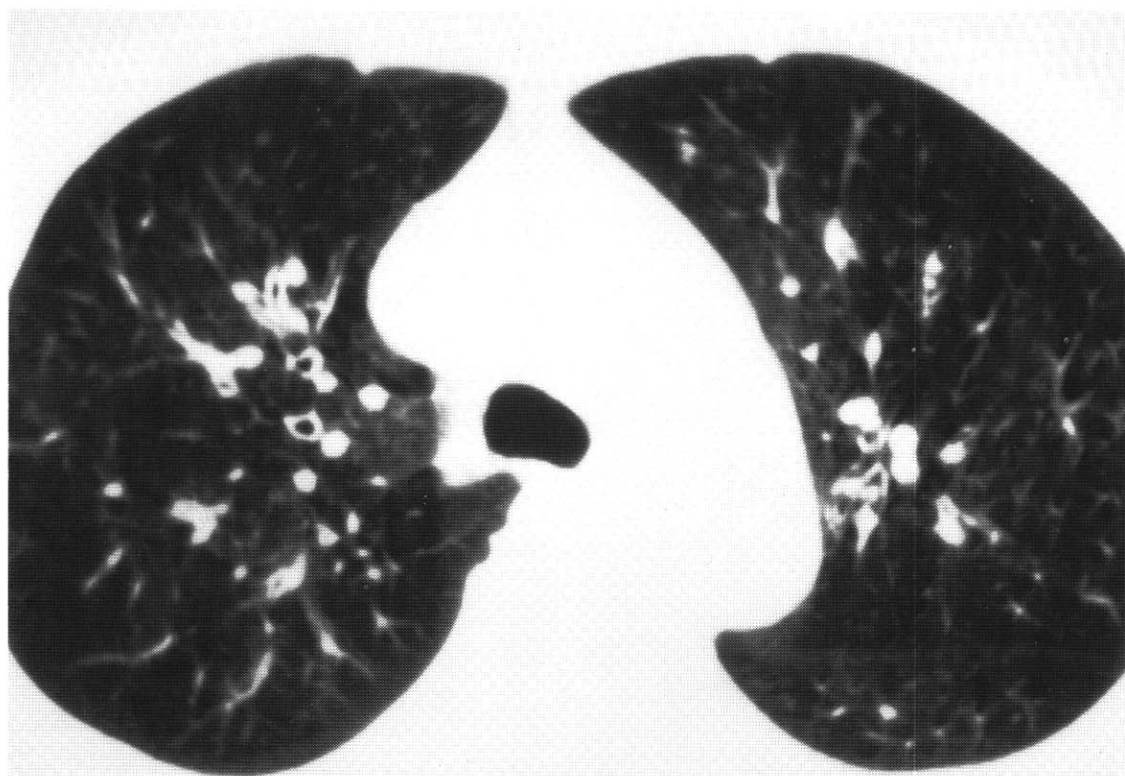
HRCT shows bilaterally diffuse bronchial wall thickening and mosaic pattern of heterogeneity of lung densities.
